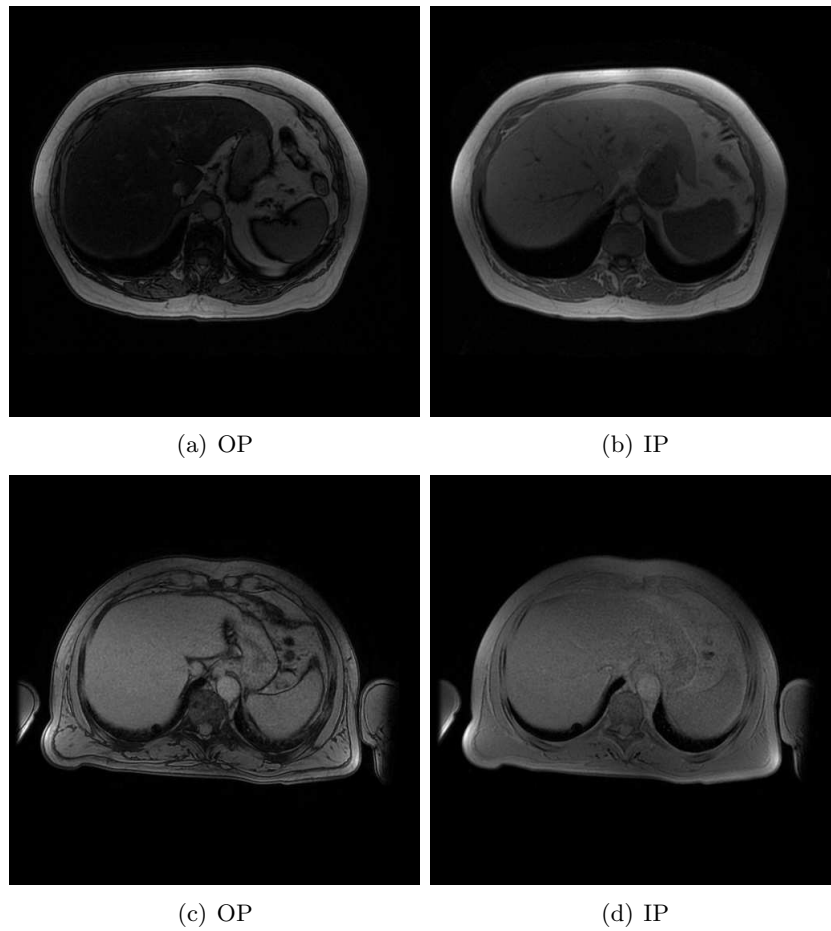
Coupes IRM hépatiques (écho de gradient pondérée en T1 IP/OP) présentant un patient atteint d'une forte stéatose hépatique (a, b) avec un patient avec une absence de stéatose hépatique (c, d).
